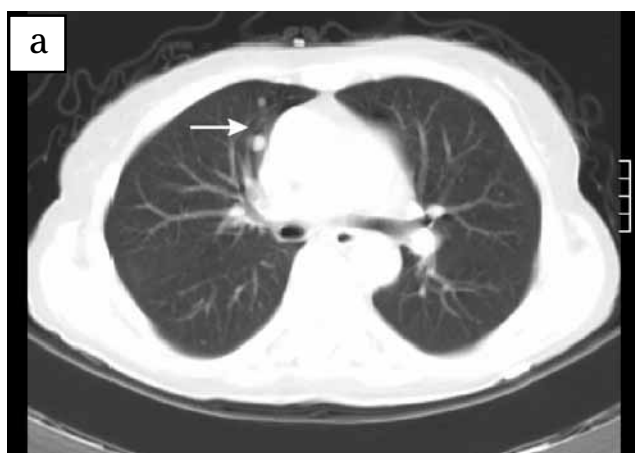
Пацієнт Щ., 63 р. СКТ легень та черевної порожнини: а — метастатичне ураження легень; б — печінки
